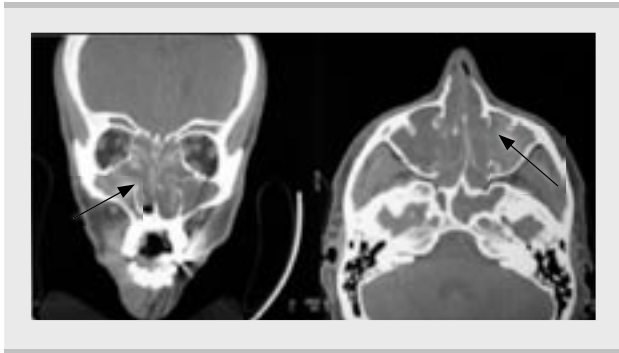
CT obraz maxilárnej sinusitídy vľavo v koronárnej projekcii
